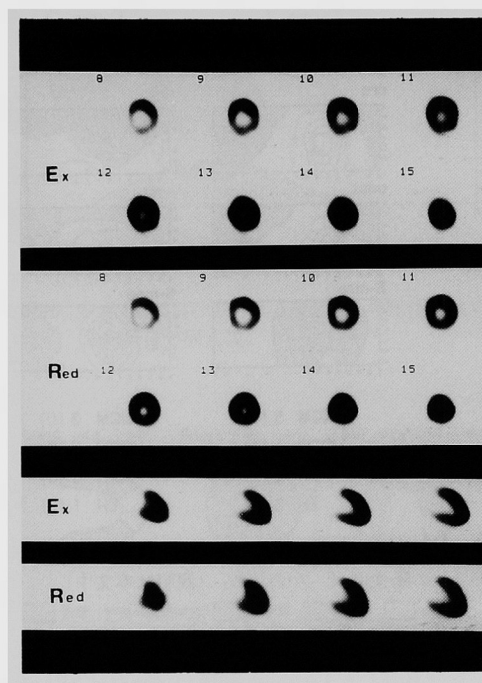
図6の症例の $^{201}\text{Tl}$ 運動負荷心筋シンチグラム (SPECT) の実例。
